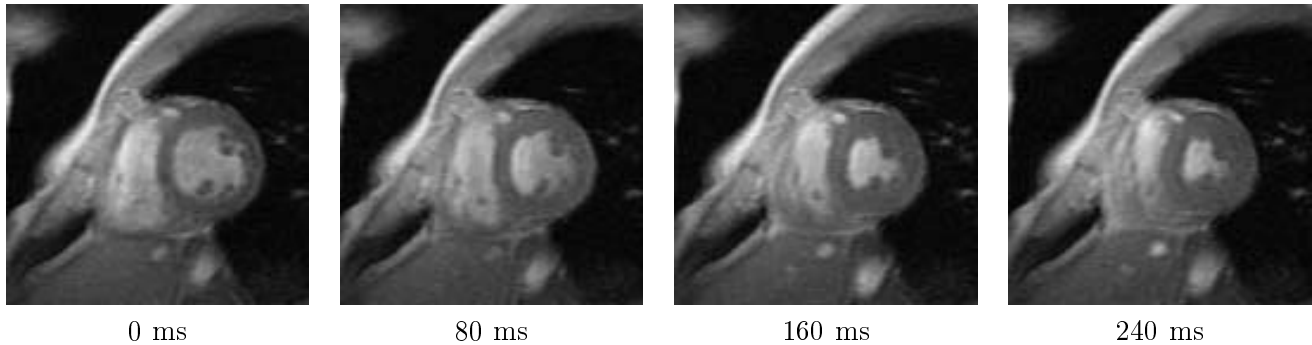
Images cardiaques extraites d'une séquence ciné-IRM.
